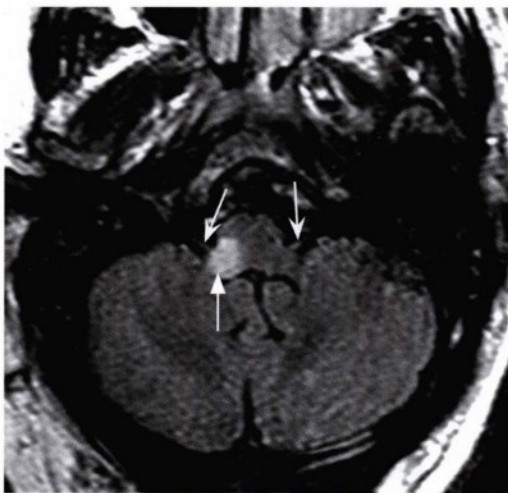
经后颅窝下部的液体衰减反转恢复序列成像 (FLAIR), 显示在舌咽神经入脑区(凹箭头)层面, 右侧延髓背外侧可见局限性高信号(直箭头)。
